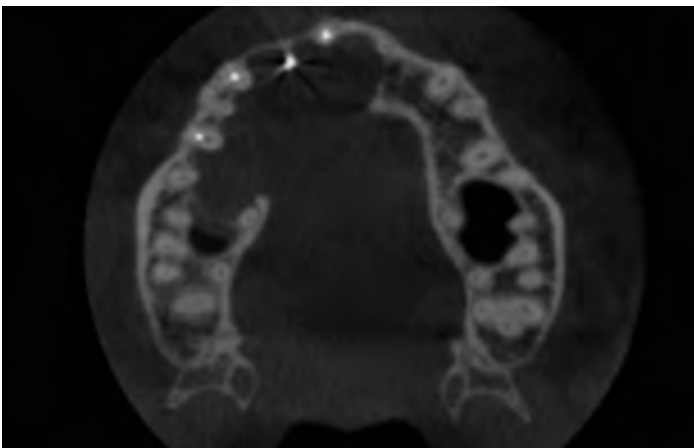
Corte axial de CBCT inicial.
